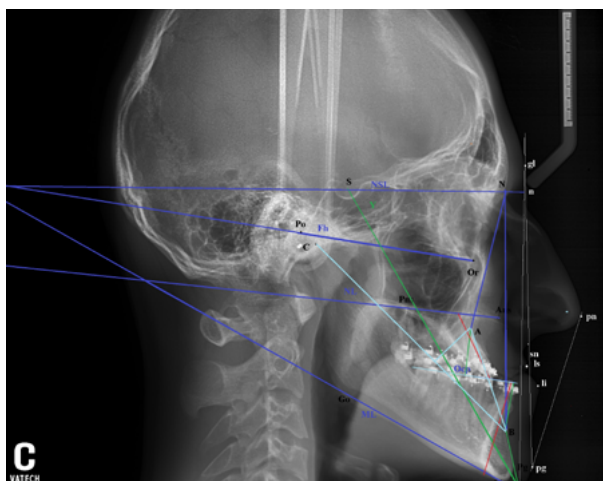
Профильная телерентгенограмма головы пациента К.В. 16 лет в начале дохирургического ортодонтического лечения
